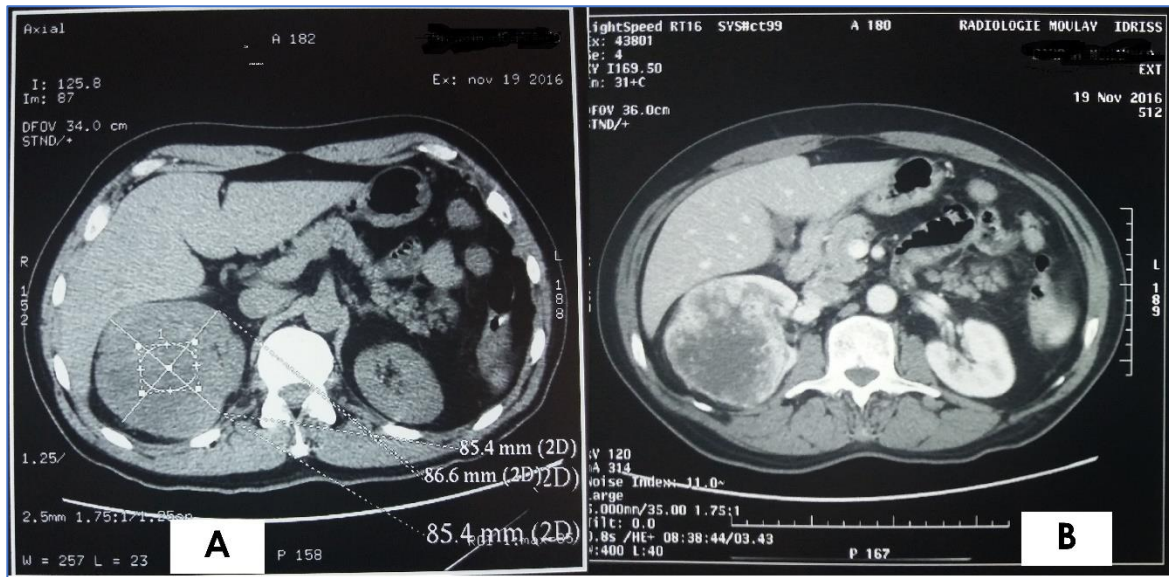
TDM rénale sans injection (A) et avec injection au temps artériel (B) : Masse tumorale médio-rénale droite spontanément hypodense, se rehaussant de façon hétérogène après injection de PCI (Photo prise à l’Hôpital Militaire Mly Ismail Meknès).
